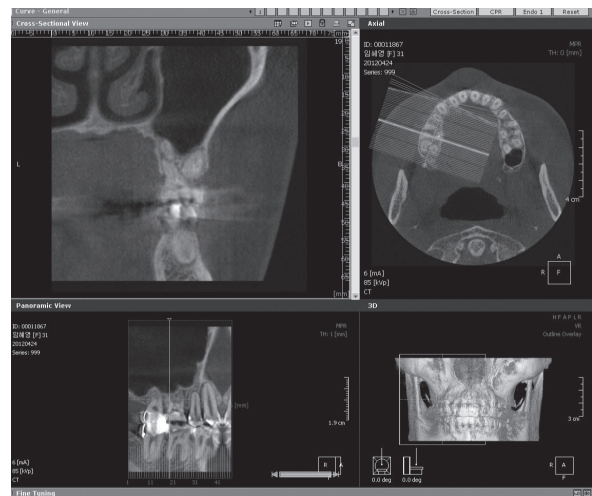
CBCT 방사선 사진에서 구개치근의 파절이 확실히 관찰된다.
